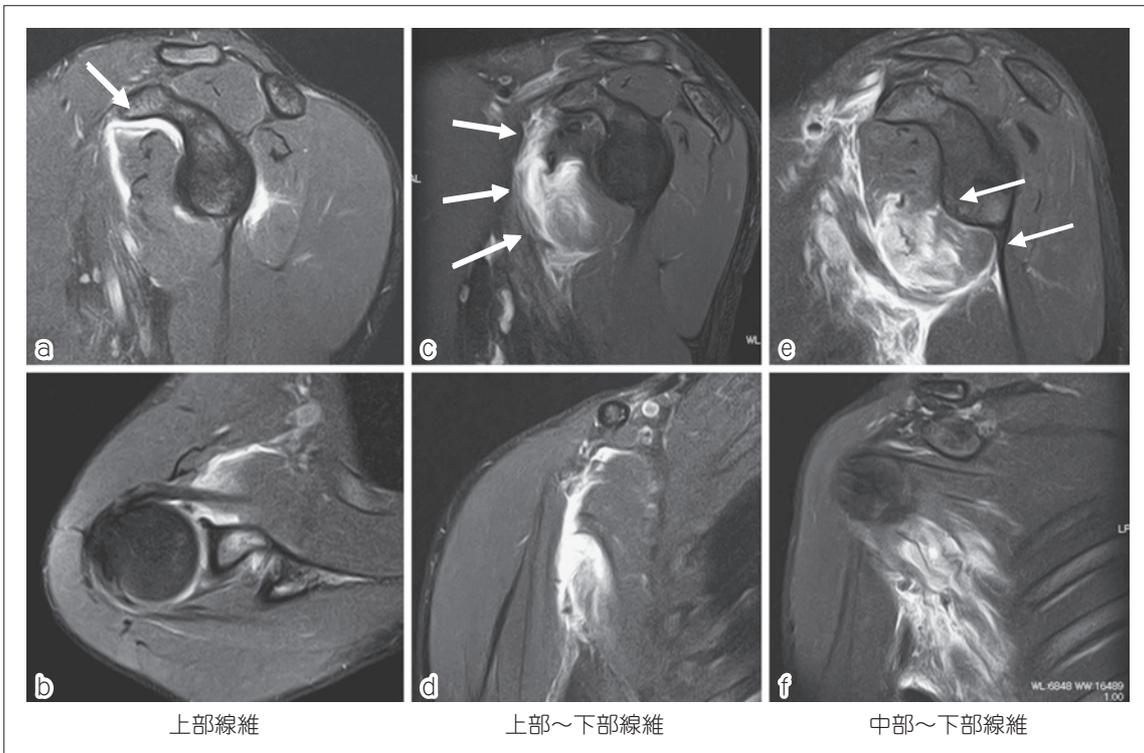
肩甲下筋肉離れのMRI所見 (STIR 像)
